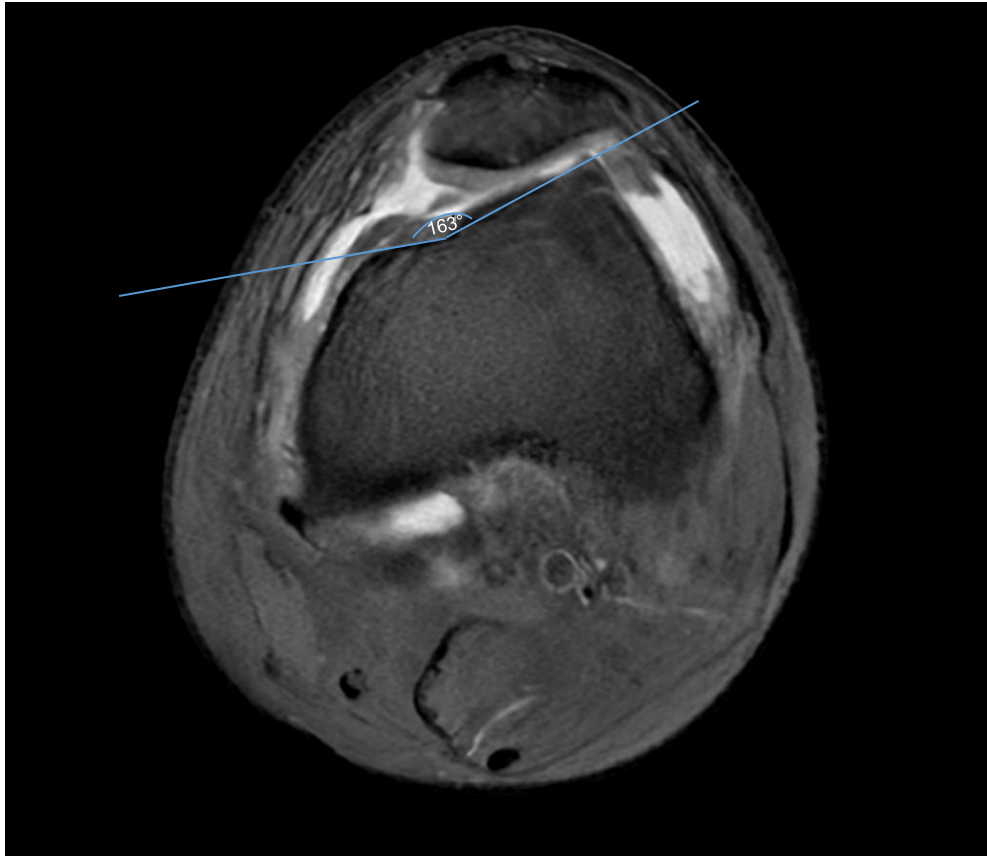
RM de rodilla, axial, secuencia T2.
